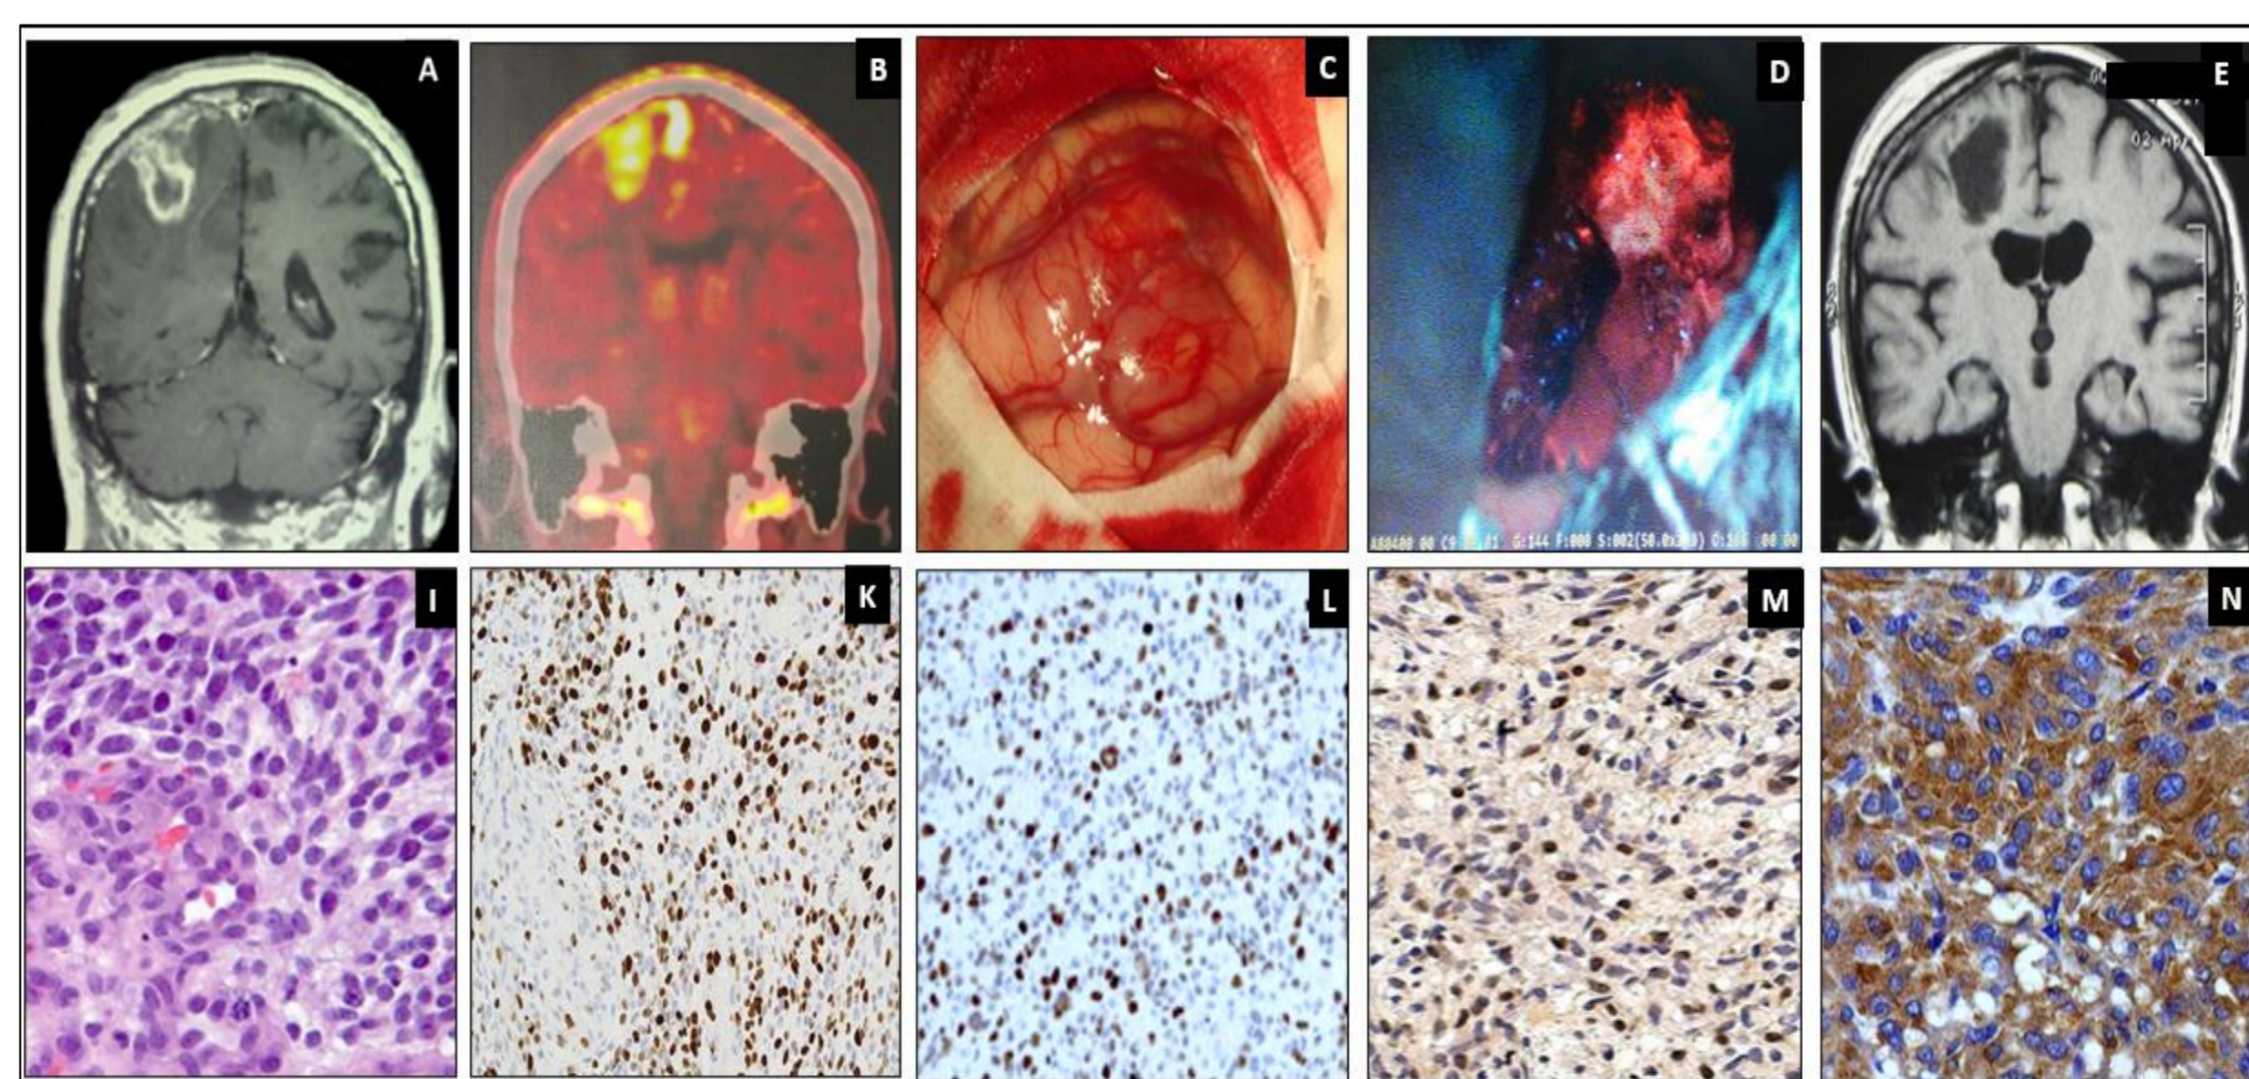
Клинический пример 2. Глиобластома правой теменной доли. А – МРТ головного мозга с контрастом (T2-режим), Б – ПЭТ с метионином (индекс накопления РФП – 3,6), В – интраоперационная картина без флуоресцентного режима, Г – интраоперационная картина полученная с микроскопа во флуоресцентном режиме с хлорином е6, Д – послеоперационное МРТ, Е – гематоксилин-эозин (увеличение 400), Ж – Ki-67 (индекс пролиферативной активности - 28) (увеличение 200), З – P53 (+++) (увеличение 200), И – CD 133(увеличение 200), К – VEGF (увеличение 400) (+++).
